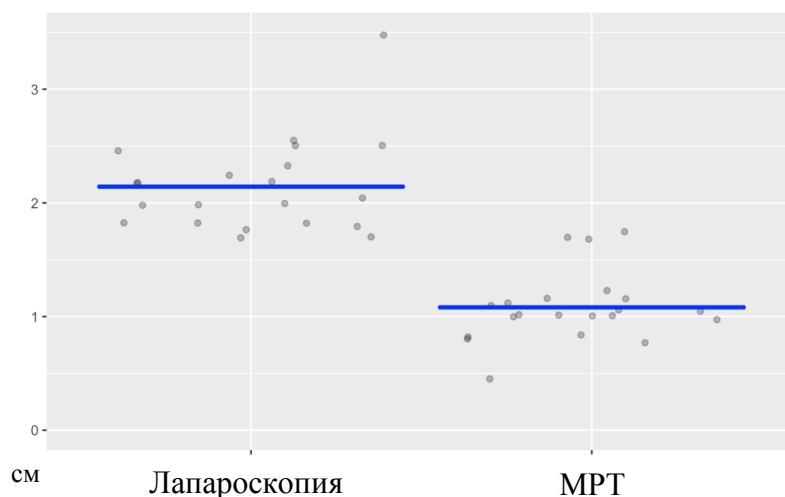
Сравнение размеров эндометриоидного очага при МРТ и лапароскопии у пациенток IA подгруппы
